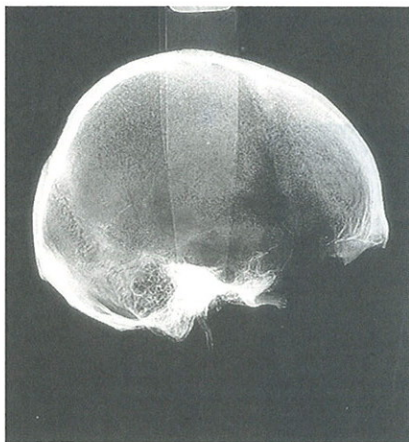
Craniosténose de type oxycéphale, femme adulte de l'église Sainte-Colombe à Chevilly-Larue. la téléradiographie montre la malformation de la selle turcique avec dos de la selle érodé.
